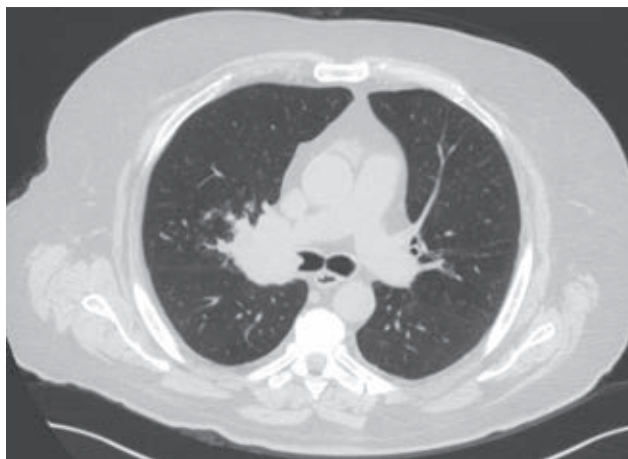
Tomografía a la llegada a urgencias con tumoración pulmonar derecha.
